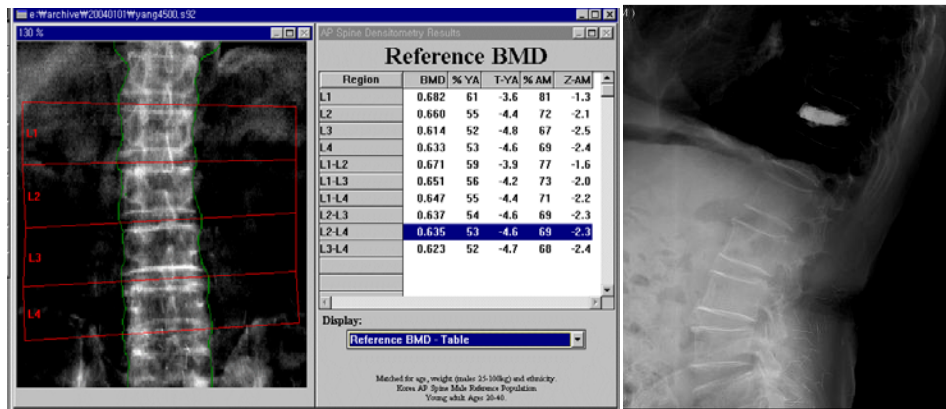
Case 2: first reading, Osteoporosis. Avascular necrosis of femur head suspected. L4 degenerative changes are suspected. X-ray: compression fracture is seen at L3, L4 second reading, osteoporosis with fracture. L3, L4 compression fractures are observed. Avascular necrosis of femur head is suspected.
